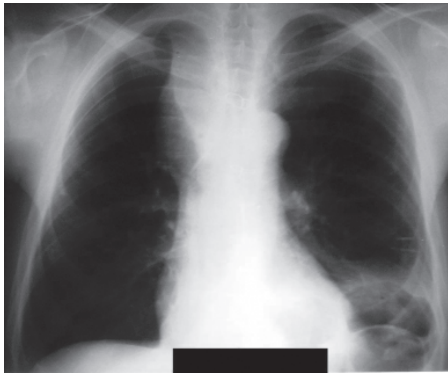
Рентгенограмма грудной клетки в прямой проекции пациента 3. на 5-е сутки после операции
